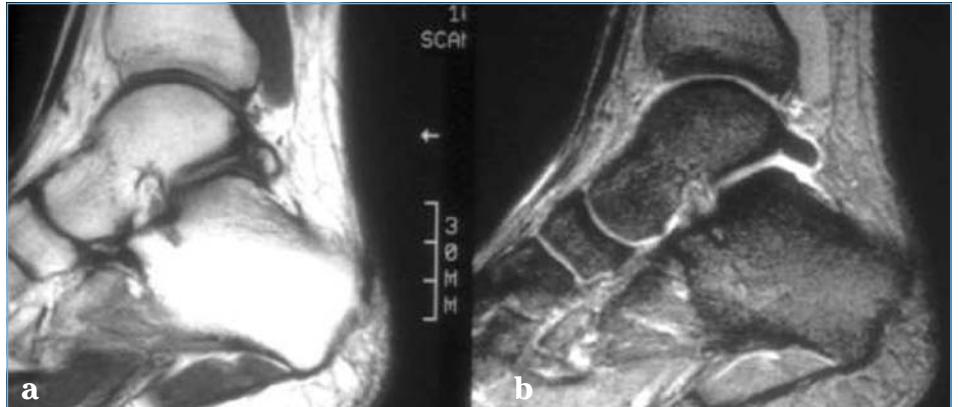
Syndrome du carrefour postérieur. Coupe sagittale d'IRM en pondération T1 (a) et T2 (b). La queue de l'astragale est hypertrophiée et rémaniée sur la coupe en pondération T1 et il existe un hypersignal des récessus synoviaux postérieurs en pondération T2.
